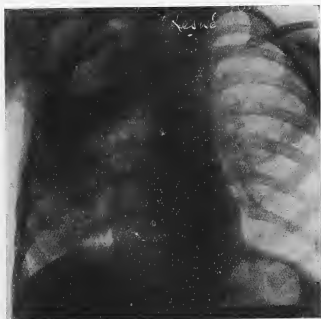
Radiographie du 4 septembre 1931.
